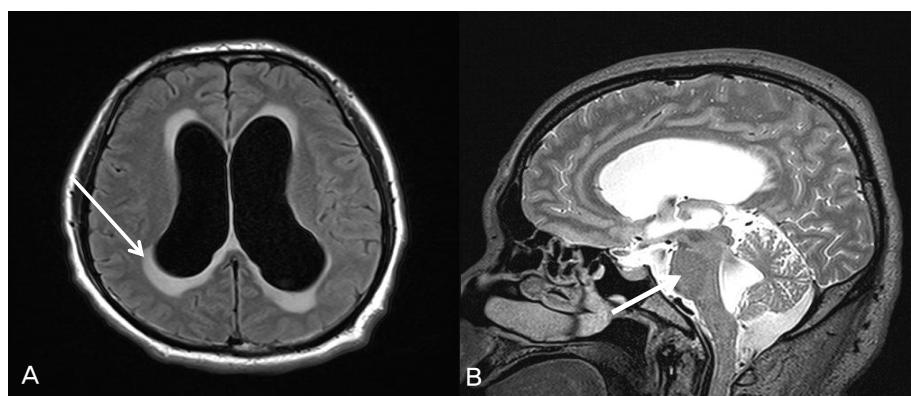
Enlarged ventricle size is noticed, suspected hydrocephalus progression on brain MRI. Minimal meningeal enhancement is visible around brain stem. Also, small enhancing lesion at right pontomedullary junction is noticed.
